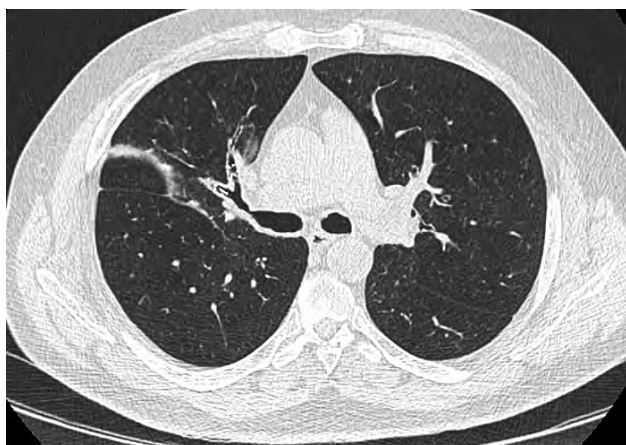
Компьютерная томография органов грудной клетки через 6 (а) и 12 (б) месяцев после бронхоблокации
